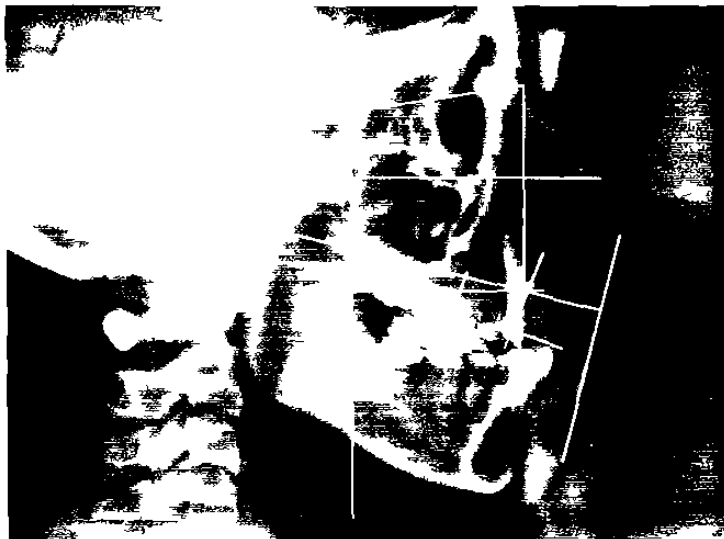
Radiografía que muestra los planos tomados en cuenta para la medición.
